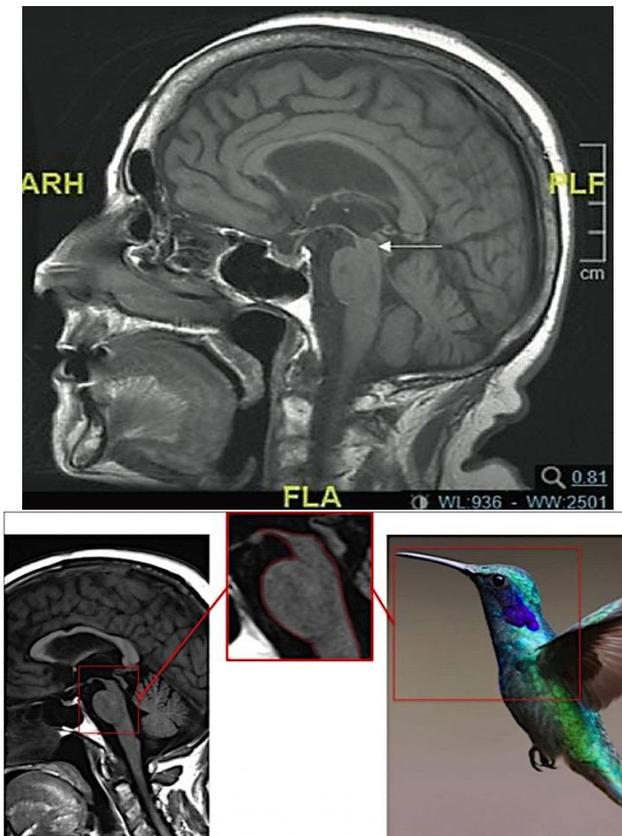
Сагиттальная МРТ головного мозга, демонстрирующая атрофию среднего мозга – «симптом колибри» – у пациента с прогрессирующим надъядерным параличом, адаптировано по Чеботаревой А.Д.
